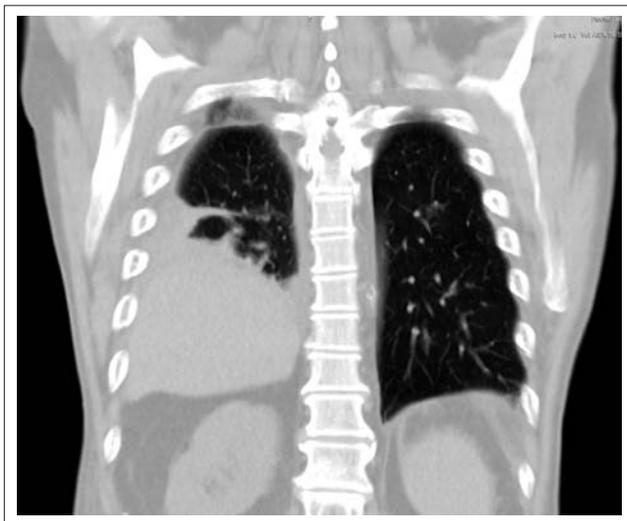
Компьютерная томограмма пациента Ф., 70 лет. Фронтальная реконструкция. Определяется высокое расположение правого купола диафрагмы. Визуализируются субсегментарные компрессионные ателектазы средней и нижней доли правого легкого
